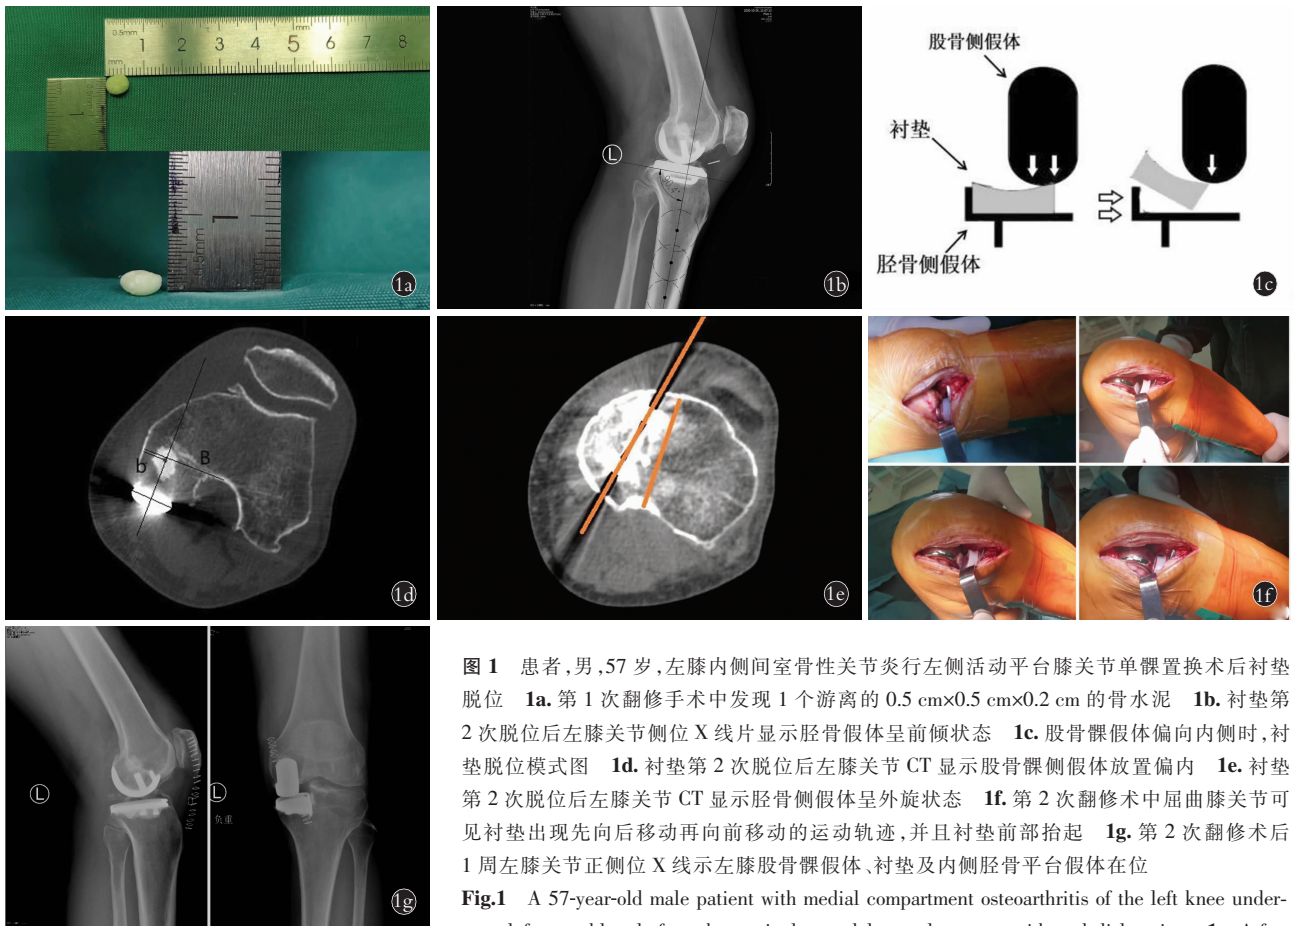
患者,男,57 岁,左膝内侧间室骨性关节炎行左侧活动平台膝关节单髁置换术后衬垫脱位 1a。第 1 次翻修手术中发现 1 个游离的 0.5 cm×0.5 cm×0.2 cm 的骨水泥 1b。衬垫第 2 次脱位后左膝关节侧位 X 线片显示胫骨假体呈前倾状态 1c。股骨髁假体偏向内侧时,衬垫脱位模式图 1d。衬垫第 2 次脱位后左膝关节 CT 显示股骨髁侧假体放置偏内 1e。衬垫第 2 次脱位后左膝关节 CT 显示胫骨侧假体呈外旋状态 1f。第 2 次翻修术中屈曲膝关节可见衬垫出现先向后移动再向前移动的运动轨迹,并且衬垫前部抬起 1g。第 2 次翻修术后 1 周左膝关节正侧位 X 线示左膝股骨髁假体、衬垫及内侧胫骨平台假体在位
